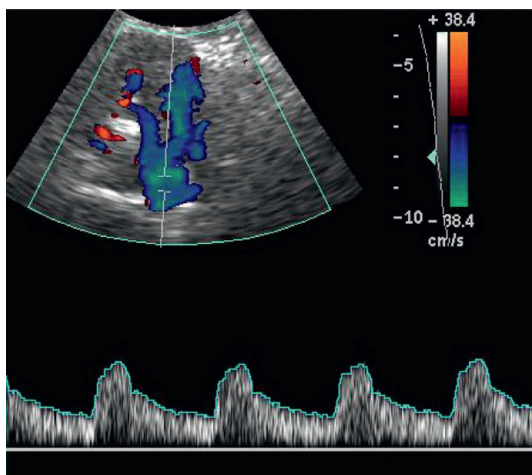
Écho-Doppler couleur enregistré dans le tronc basilaire.
